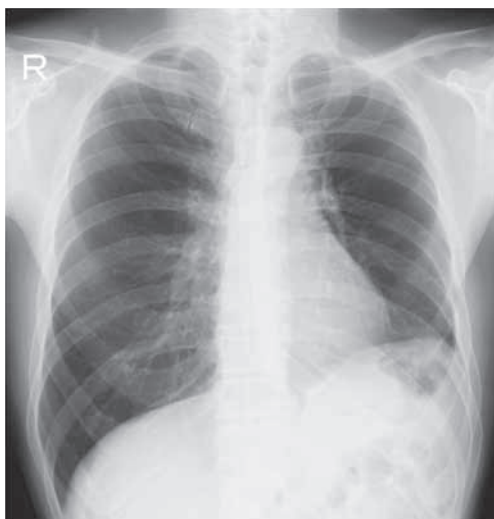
Chest radiograph showing only left diaphragmatic elevation in the absence of abnormality in lung fields.
